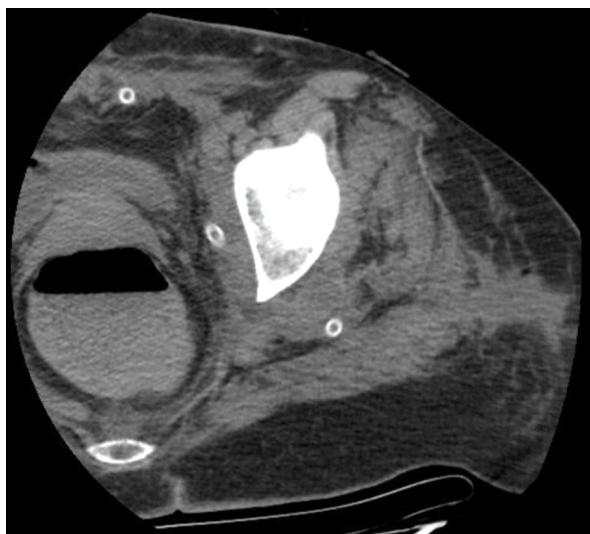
Ressonância magnética comprovando a presença de coleções residuais de pus
